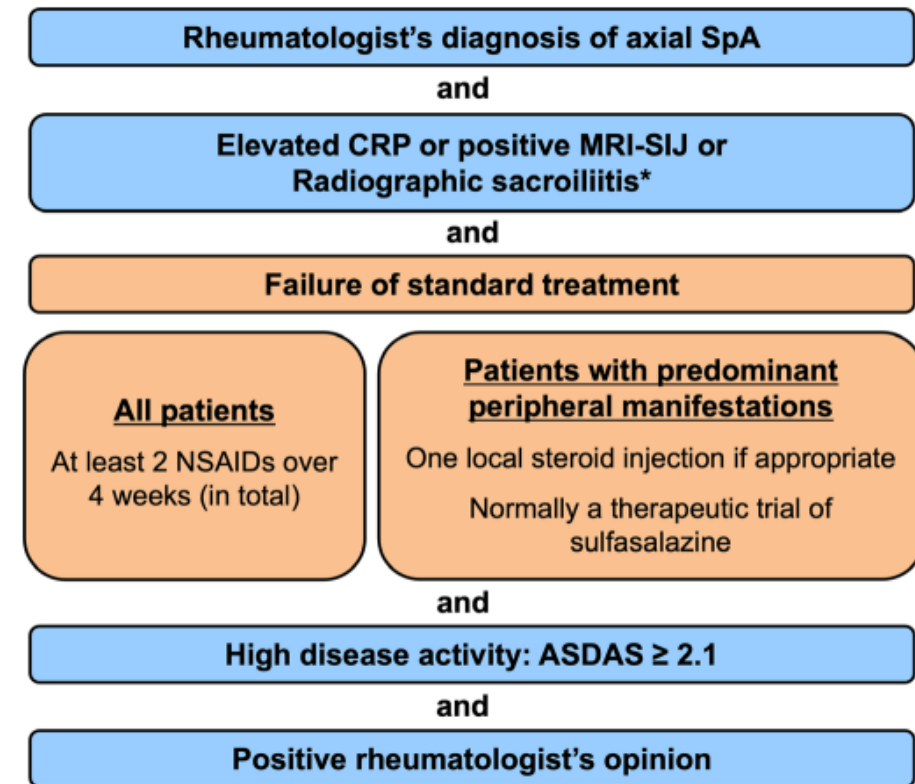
ASAS-EULAR recommendations for the treatment of patients with axial SpA with b/tsDMARDs. *Radiographic sacroiliitis
